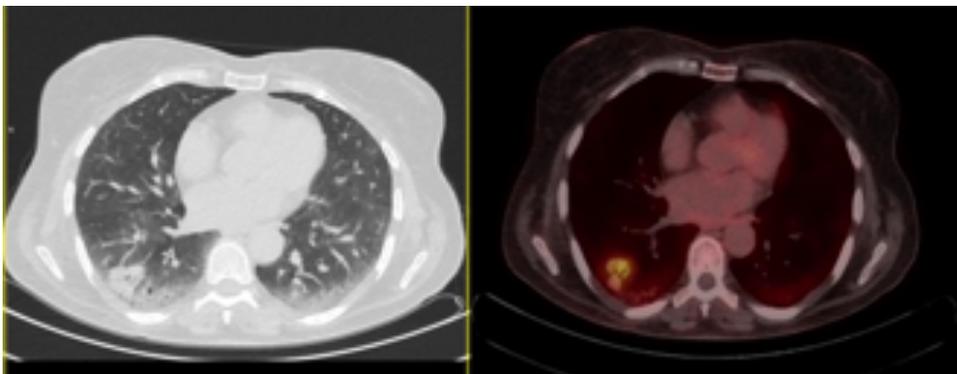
Paciente de 60 años con inflamación palpebral y afectación de la musculatura extrínseca de los ojos con aumento sérico de IgG4. Fue diagnosticada de enfermedad sistémica por Ig G4 con buena respuesta inicial a corticoides. Al disminuir la dosis de corticoides, el cuadro volvió a recidivar. Se amplió estudio y se identificó una masa pulmonar basal derecha con aumento de captación en PET. La biopsia demostró que se trataba de un adenocarcinoma de pulmón. Los síntomas mejoraron tras la cirugía de resección pulmonar.
